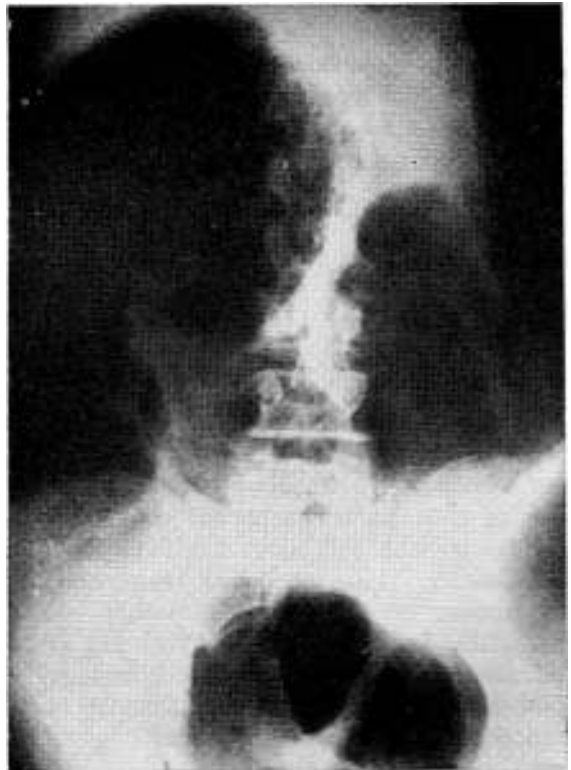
Radiografía simple de abdomen. Síndrome oclusivo de colon —tipo bipolar— con gran distensión colónica por carcinoma de colon izquierdo.
